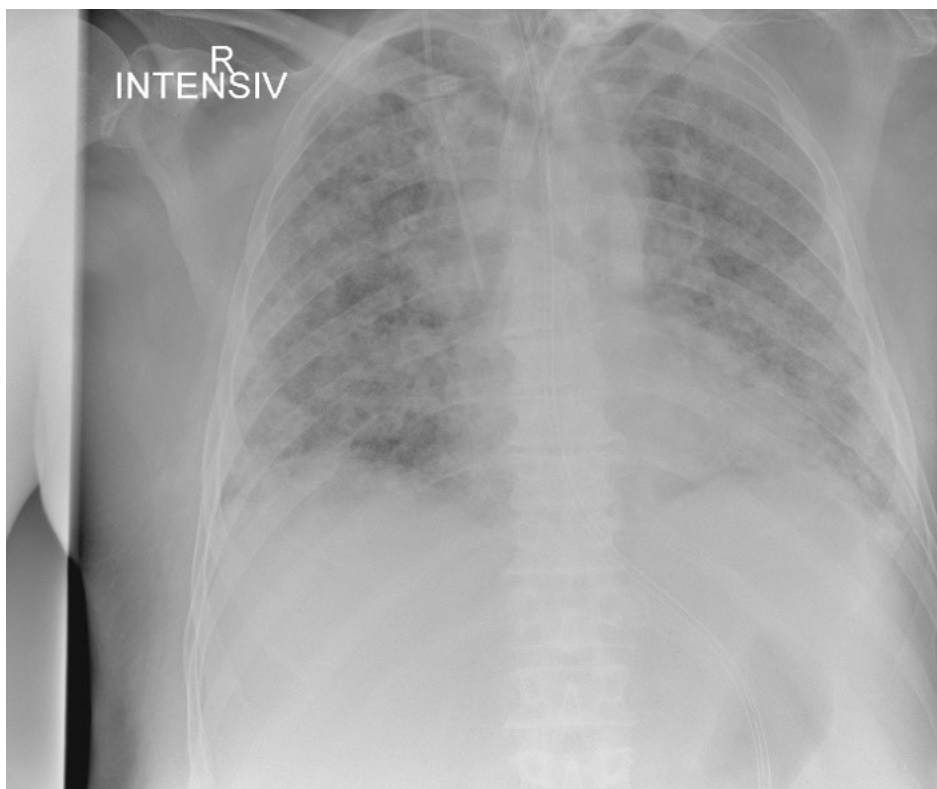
Röntgen-Thorax Akutphase – die Übernahme in unsere Lungenfachklinik erfolgte.
